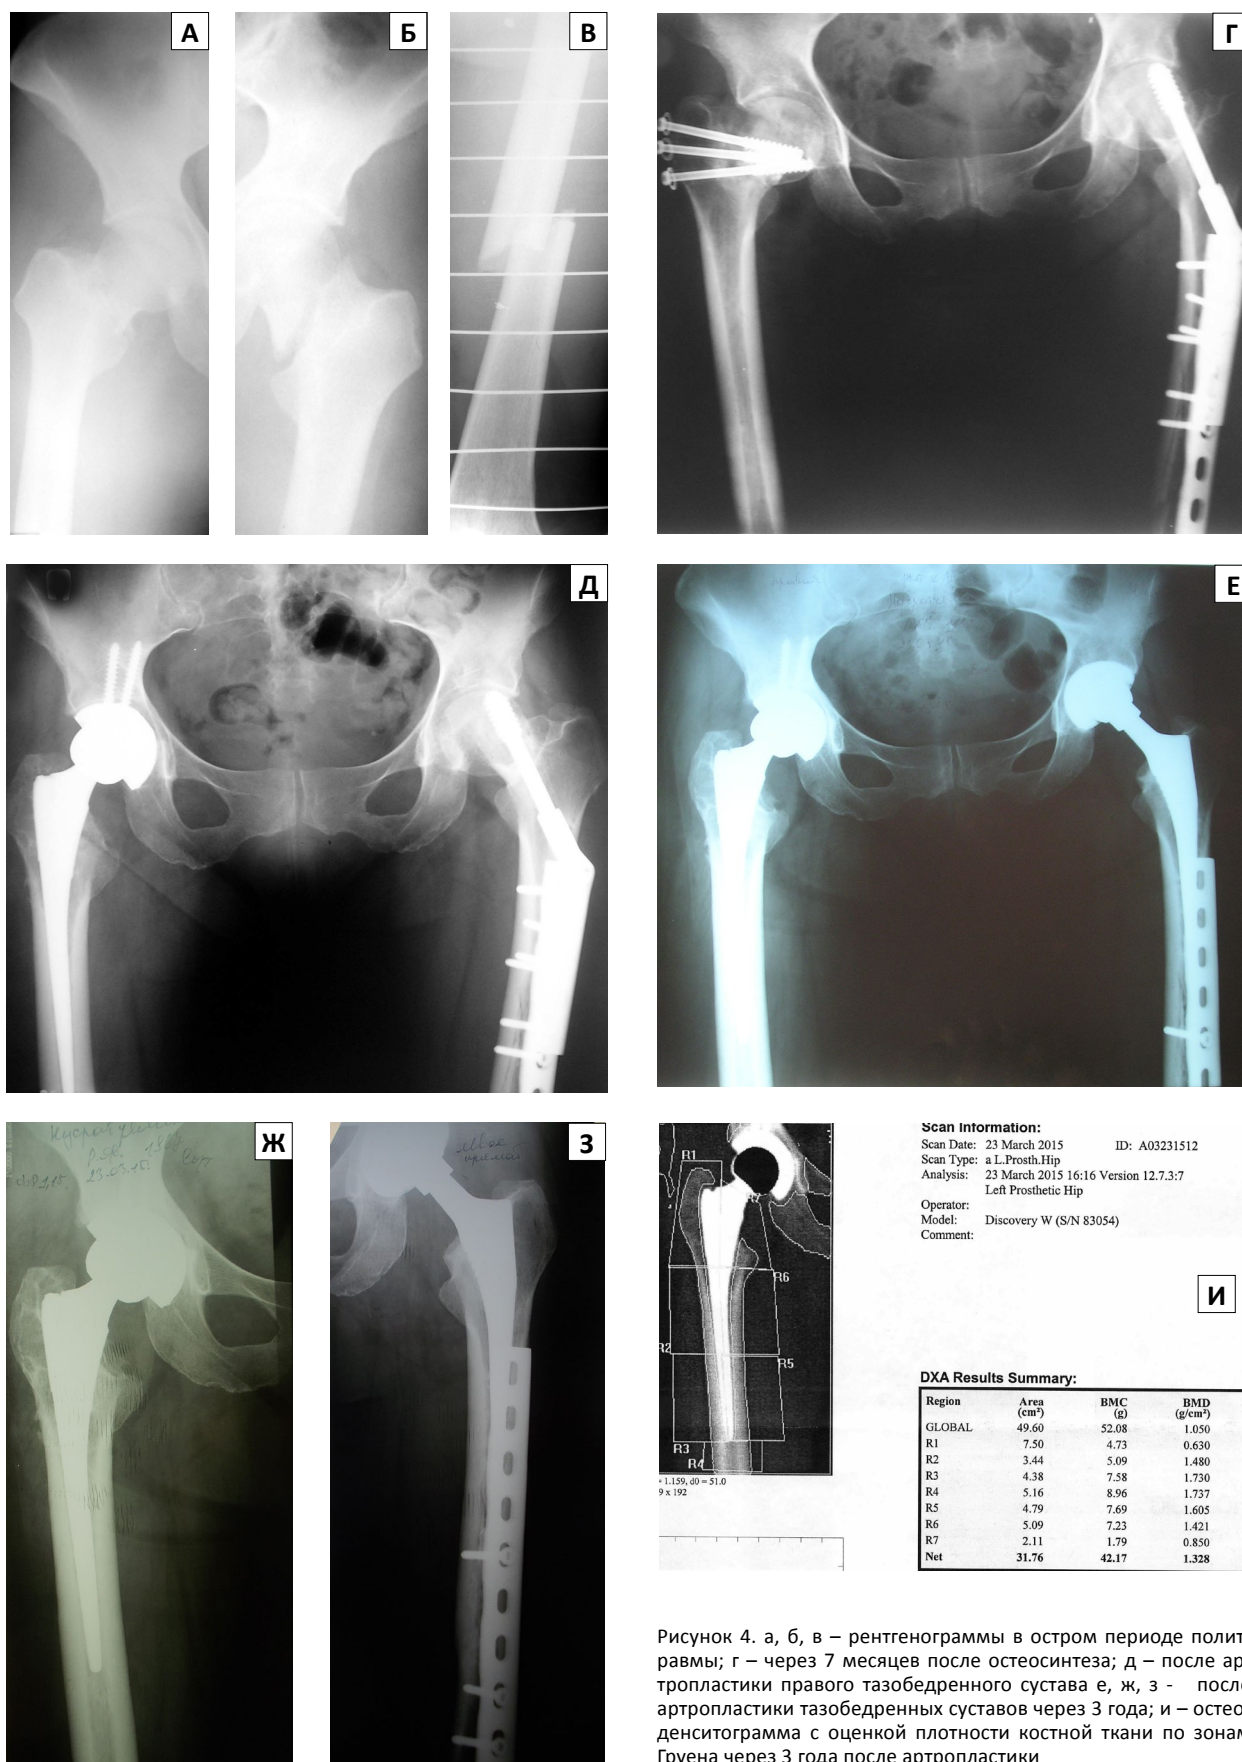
а, б, в – рентгенограммы в остром периоде политравмы; г – через 7 месяцев после остеосинтеза; д – после артропластики правого тазобедренного сустава е, ж, з – после артропластики тазобедренных суставов через 3 года; и – остеоденситограмма с оценкой плотности костной ткани по зонам Груена через 3 года после артропластики
